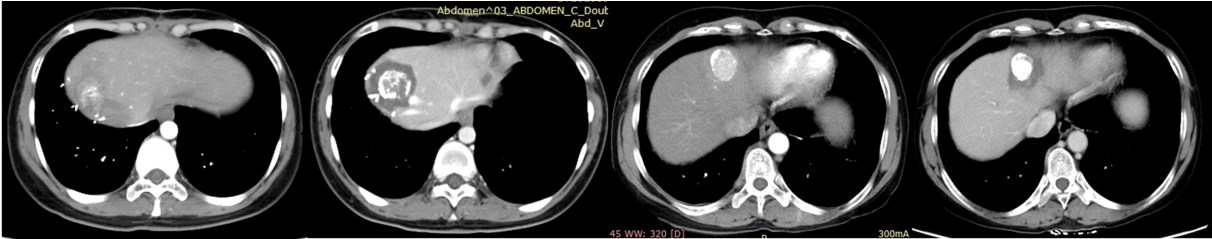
对于毗邻膈面、大血管或胆囊旁、其他重要脏器旁的“高危位置”病灶,C 臂 CT 引导行射频消融术能够在透视下实时监控病人呼吸变化,同时进针路径选择也更加灵活
